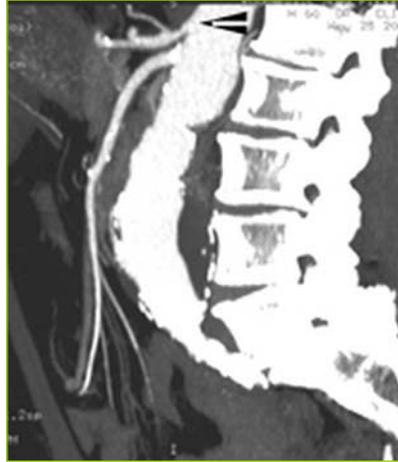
Angiographie obtenue avec un examen TDM multi-détecteur chez un homme de 71 ans porteur d'un anévrisme de l'aorte abdominale. Il existe une sténose athéromateuse du tronc cœliaque (tête de flèche).
